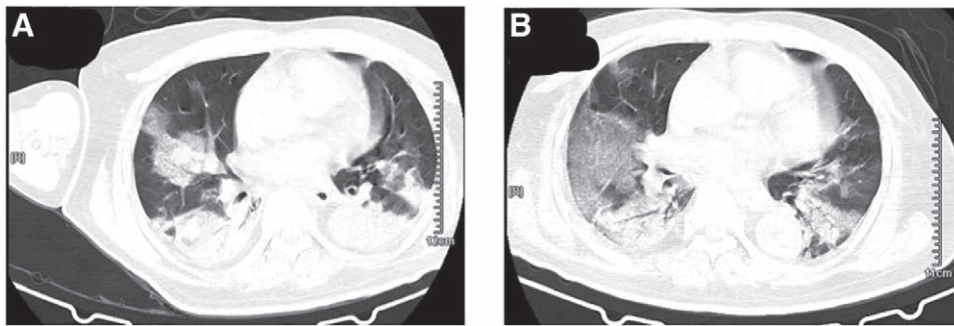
Un hombre de 62 años con COVID-19 confirmado requirió intubación endotraqueal y ventilación mecánica invasiva. La tomografía computarizada de tórax sugirió que, en comparación con eso antes de la intubación (*UMA*), la enfermedad pulmonar había progresado 3 días después de la intubación (*SI*). Es más probable que esta progresión esté relacionada con la enfermedad en sí, ya que no hubo signos de lesión pulmonar asociada al ventilador. (Fotografía del Dr. Haibo Qiu.)
